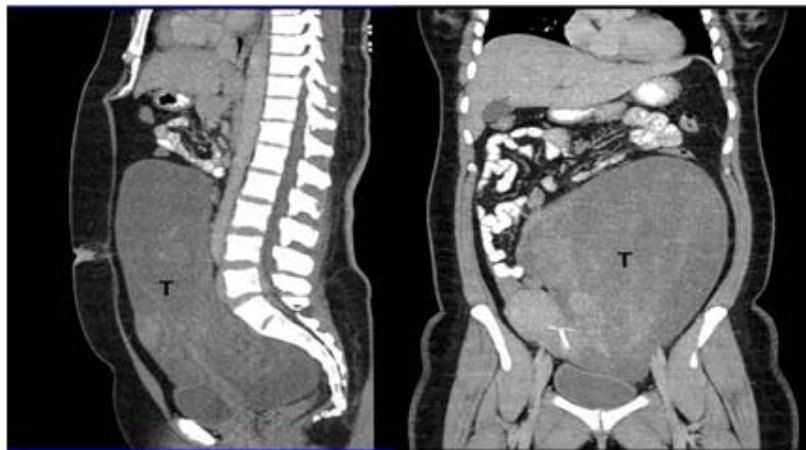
TAC de abdomen que muestra gran masa tumoral. Ocupa hipogastrio y flanco izquierdo, llega hasta epigastrio con desplazamiento de las asas intestinales.
